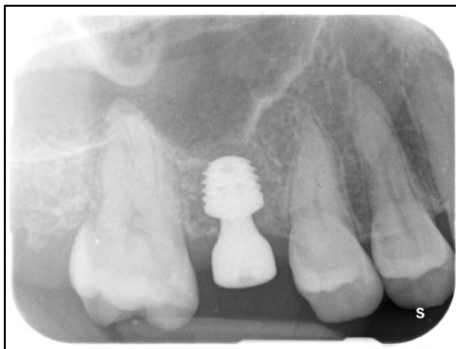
Postoperative Röntgenkontrolle nach Freilegung
